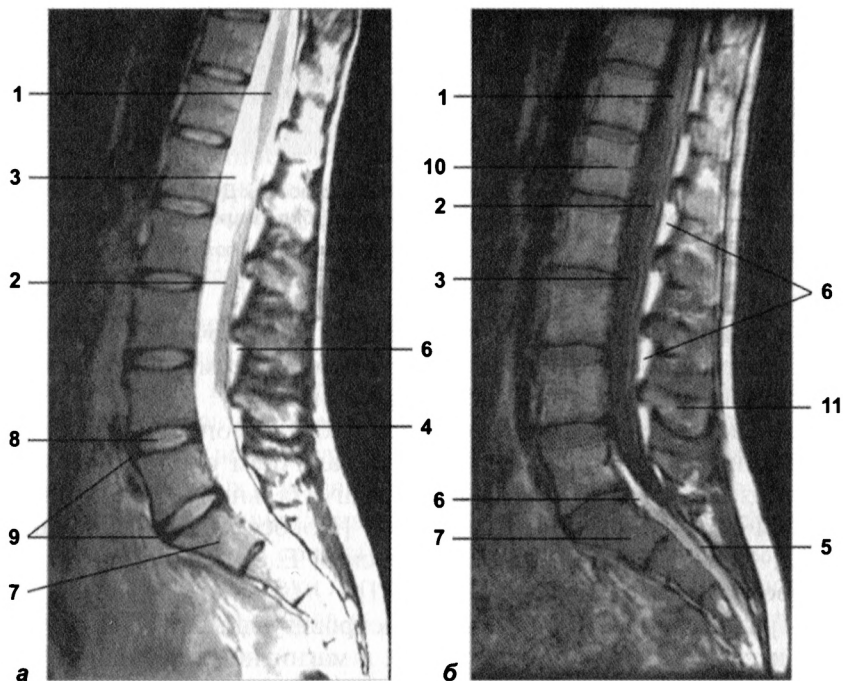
Сагиттальные МР-томограммы пояснично-крестцового отдела позвоночника. На T1- (а) и T2-ВИ (б) визуализируются:
